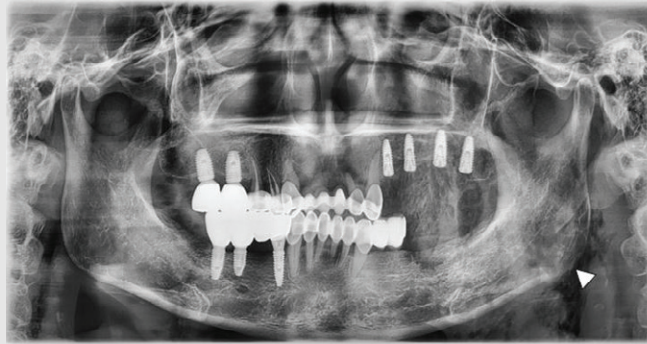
Overall haziness was observed on the left side of the Panoramic radiograph(White Arrow : Air bubble)
